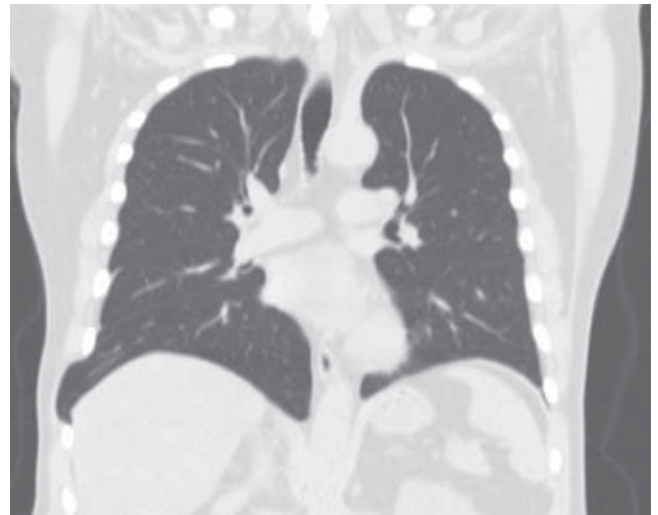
Tomografía de tórax en ventana pulmonar. Imagen en la que se aprecia una protrusión del parénquima pulmonar entre el octavo espacio intercostal derecho. Las estructuras óseas visibles no evidencian trazos de fractura. La zona superior del abdomen visible no presenta alteraciones.
